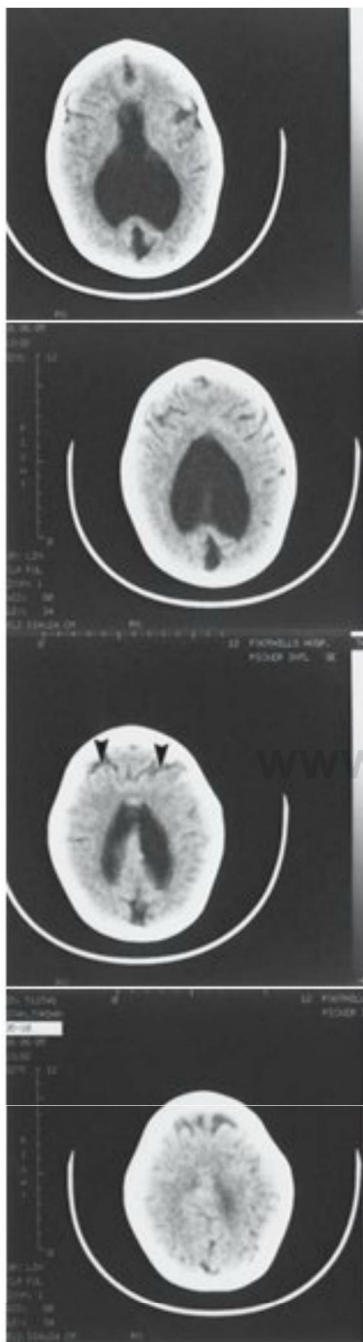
Escáner de tomografía computarizada de un niño de 6 años con holoprosencefalia semilobar. Los ventrículos laterales están unidos, particularmente en la zona frontal, pero muestran alguna división en las dos astas occipitales. Se ve un surco profundo anormal a través de los lóbulos frontales unidos [puntas de flecha]. Ésta es una de las diversas variantes radiológicas de la holoprosencefalia.
